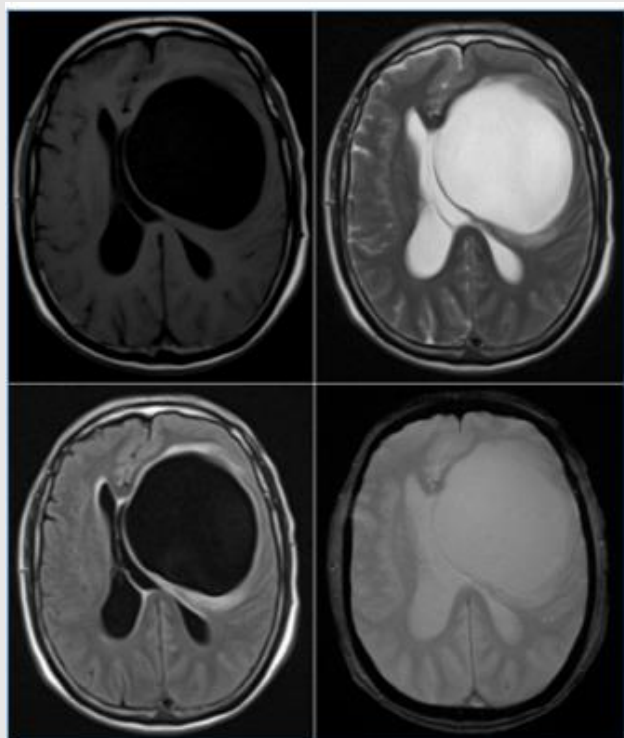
RM craneal: Arriba corte axial, secuencias T1 y T2; abajo secuencias FLAIR y ECO gradiente. Se evidencia lesión quística en el lóbulo frontal izquierdo, que ejerce efecto de masa generando colapso del ventrículo lateral izquierdo y del tercer ventrículo y despalazamiento de la línea media. Discreto edema vasogénico perilesional.
